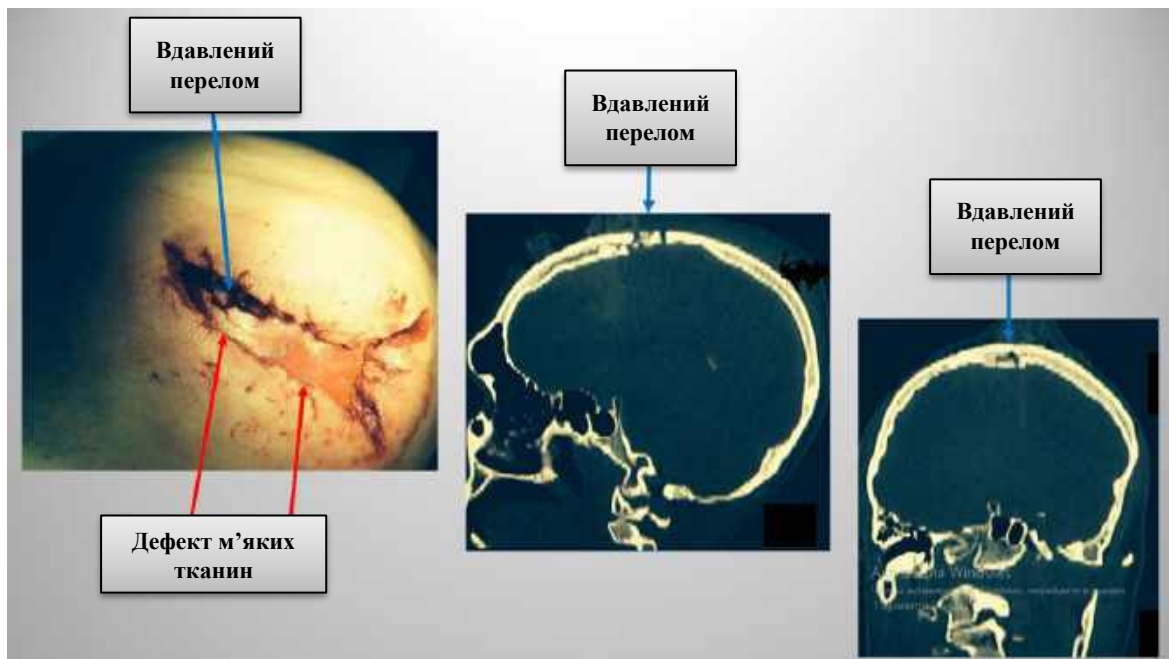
Фото та КТ-аксіальний скан пораненого з вогнепальним непроникаючим кульовим дотичним черепно-мозковим пораненням[54].
